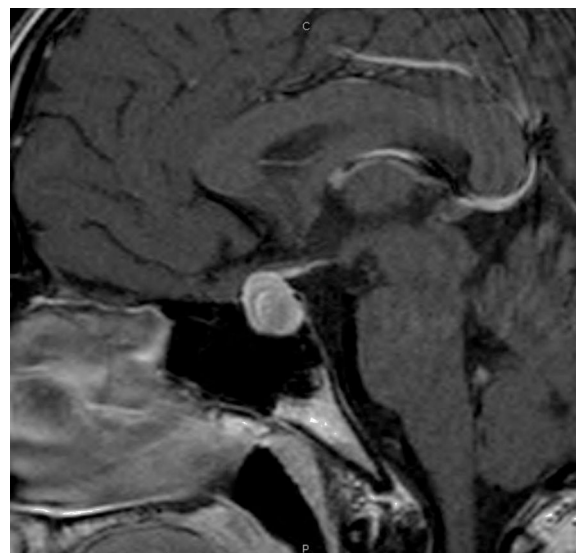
RM diagnóstica: aumento difuso de señal T1.
